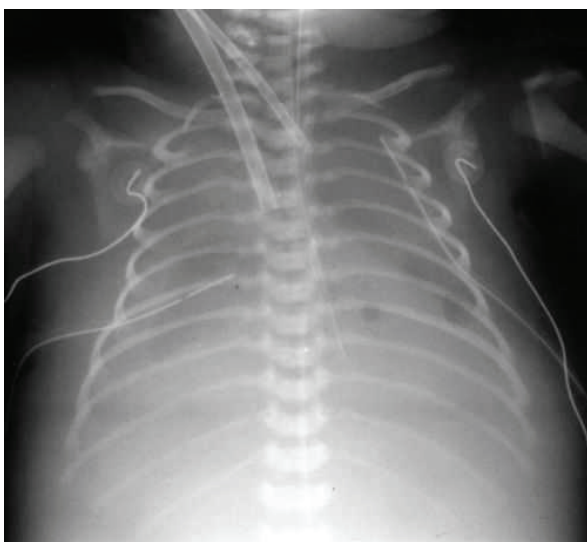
Radiografia de tórax de uma criança em tratamento com a ECMO. Mostra a cânula venosa aproximadamente na altura da junção da veia cava superior com o átrio direito e a cânula arterial bem posicionada.
